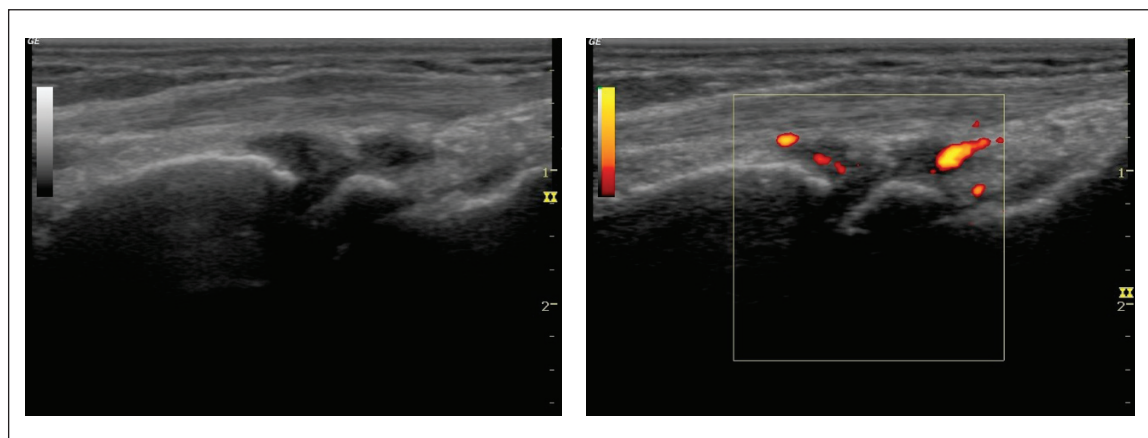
Sinovitis en muñeca, escala del grises a la izquierda grado 2, escala doppler poder a la derecha grado 2.
